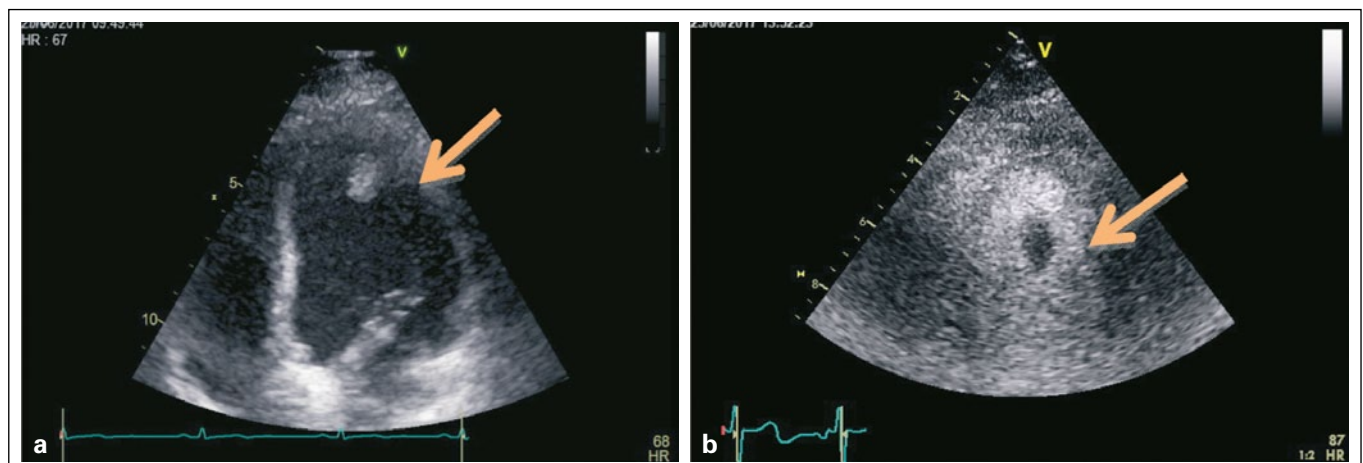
a) Transthorakale Echokardiographie: Flottierende echoarme Struktur, anterolateraler Übergang, mittventrikulärer Apex; b) nach Kontrastmittelgabe (SonoVue).
